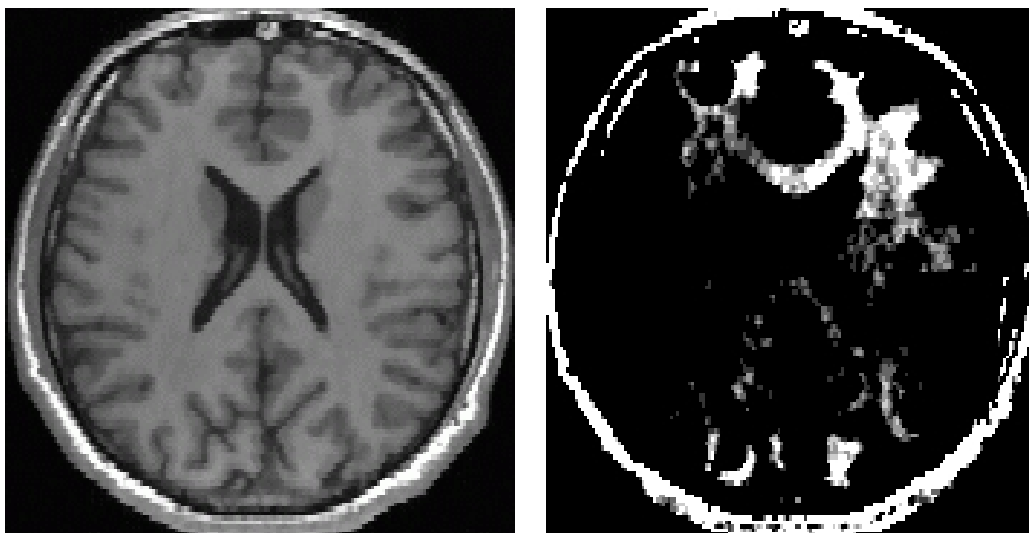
Une IRM (ici, une IRM de la tête, pondérée en  $T1$ ) peut contenir un biais spatial en intensité. En général, le biais spatial est une fonction à variations lentes dans l'image. À gauche, l'IRM visualisée avec une échelle de gris usuelle. À droite, l'IRM visualisée avec une échelle de gris montrant le biais spatial.
